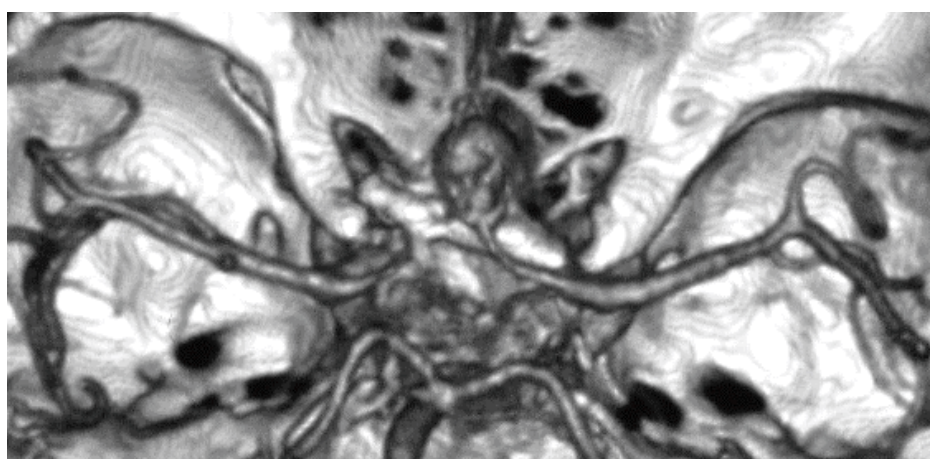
Пациент П., 44 года. СКТ-АГ сосудов головного мозга от 15.03.2011 с визуализацией повторной резидуальной аневризмы ПСА (вид сзади). Обращает на себя внимание размер аневризмы
